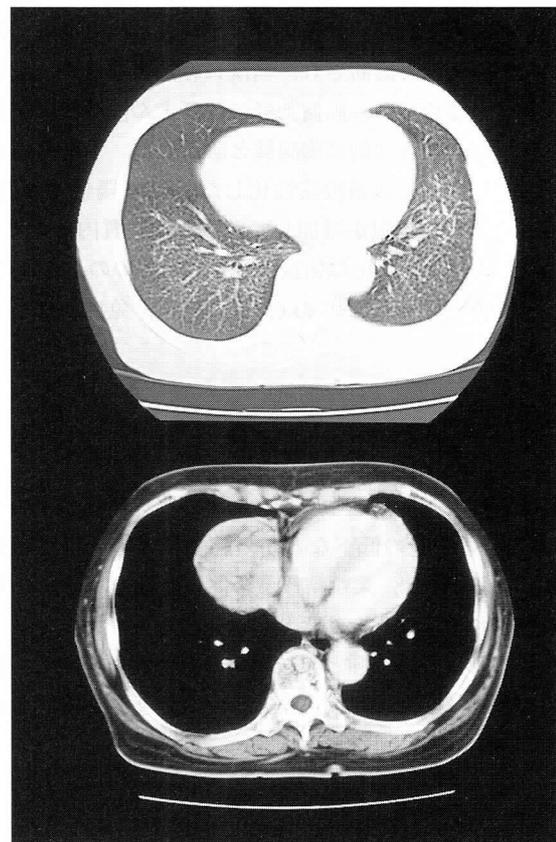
Chest CT on admission. Miliary tubercle was seen in all lung slices, and the mass was seen at anterior mediastinum.
